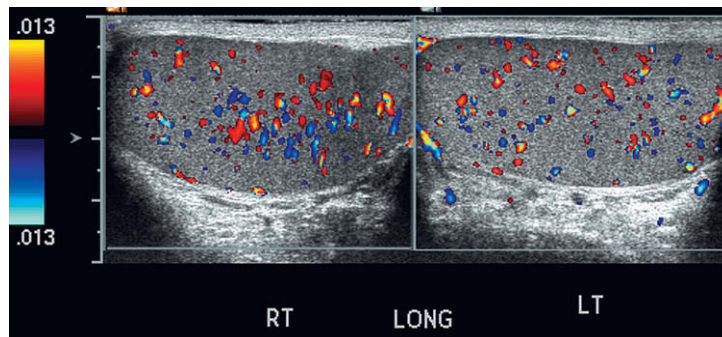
Proyección longitudinal de ecografía con Doppler de ambos testículos utilizando un formato de pantalla dividida. Obsérvese la simetría de la ecotextura y la uniformidad y la simetría del flujo de color.
